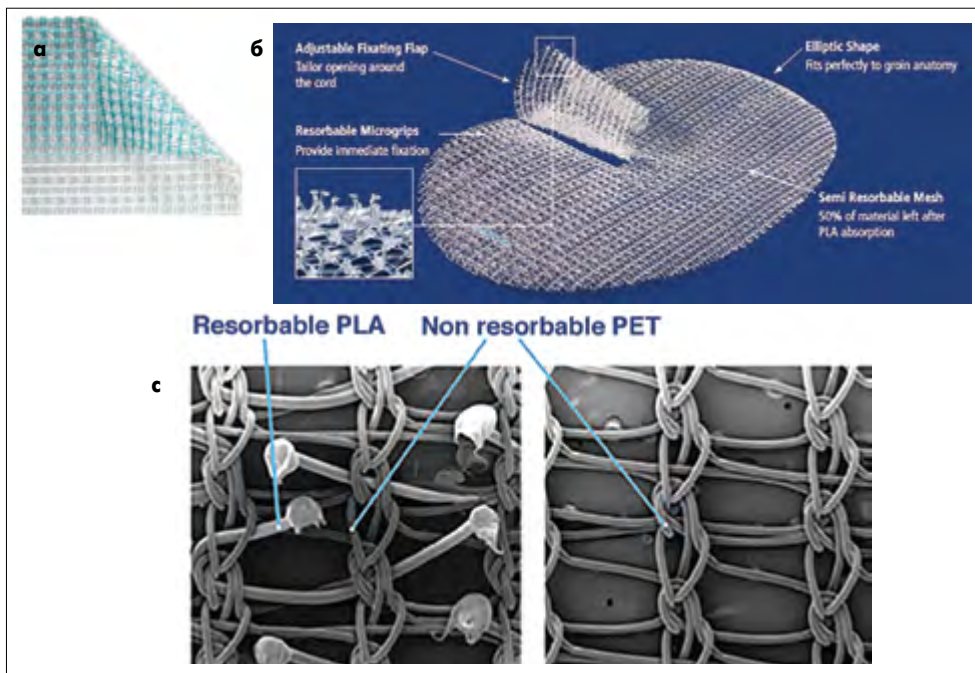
Самофіксувальний сітчастий імплантат (ProGrip Self-Fixating Mesh, Medtronic/Covidien) із монофіламентного поліестеру (PET) та полігліколевої кислоти (PLA) (а, б). Вигляд і будова сітки при збільшенні (в)
